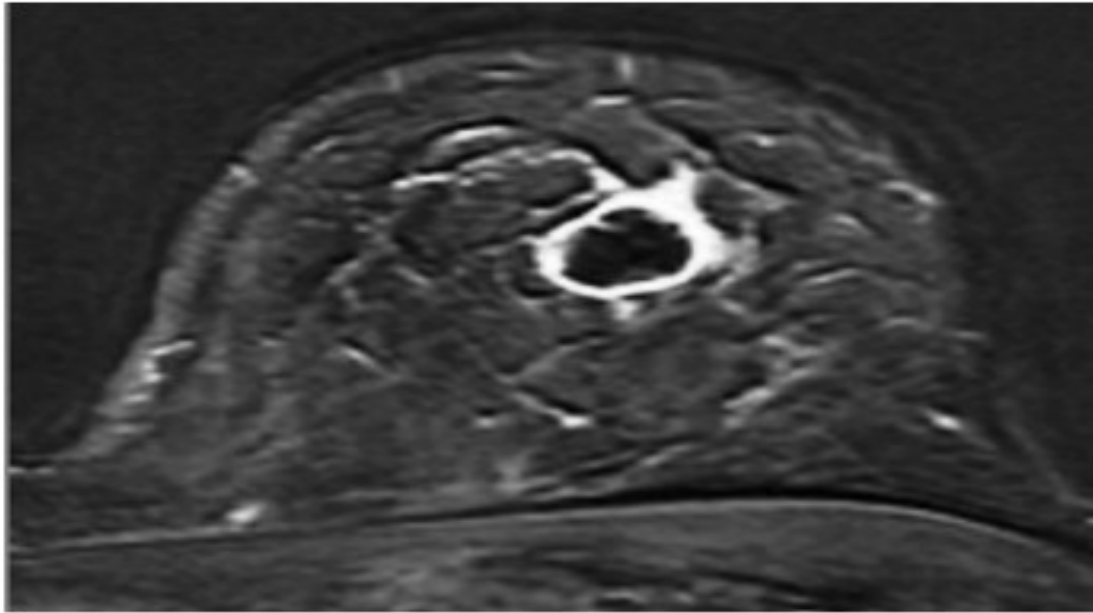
Cancer du sein triple négatif. Aspect IRM : rehaussement en anneau chez une patiente ayant un score d'Eisinger supérieur à 3 [28]
